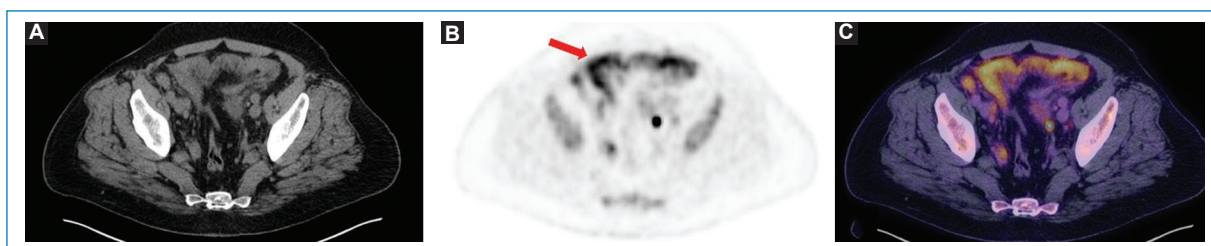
Paciente con diagnóstico de linfoma no Hodgkin e infiltración linfomatosa hipermetabólica difusa del peritoneo (flecha), evidente en las imágenes axiales de TC (A), MIP de PET (B) y fusión PET-TC (C).
